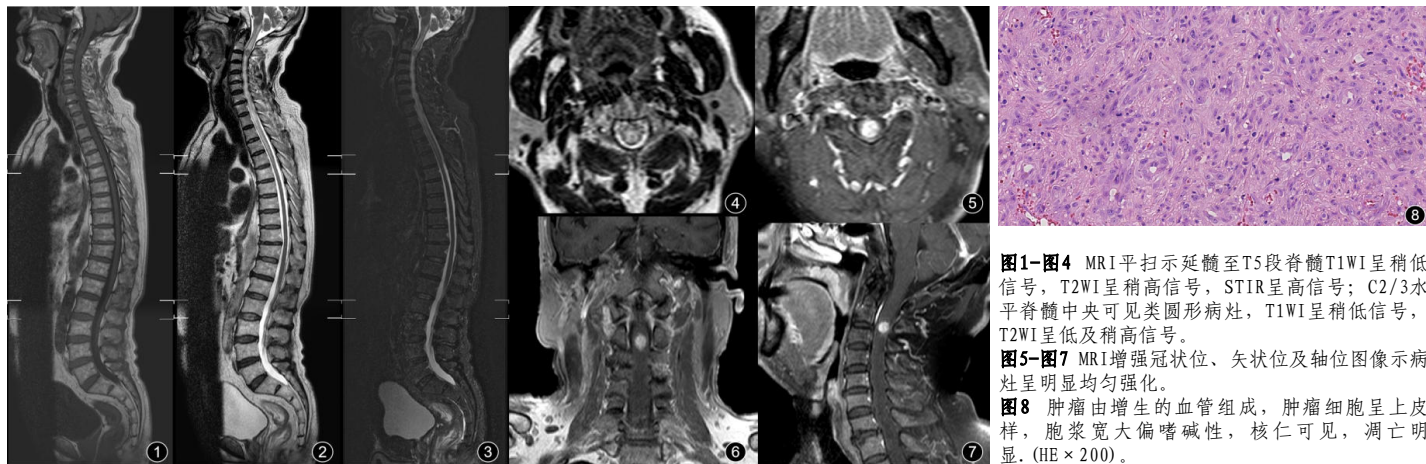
图4 MRI平扫示延髓至T5段脊髓T1WI呈稍低信号,T2WI呈稍高信号,STIR呈高信号;C2/3水平脊髓中央可见类圆形病灶,T1WI呈稍低信号,T2WI呈低及稍高信号。
